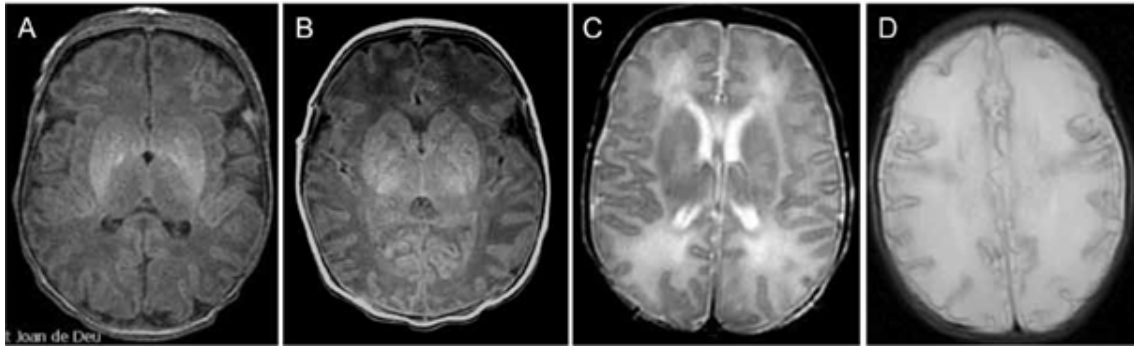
Grados de severidad en RM cerebral: Secuencias T1. A y B, patrón de daño central (A, daño moderado y B, daño grave). C y D patrón de daño que afecta preferentemente a corteza y sustancia blanca, especialmente en región parasagital (C, lesión moderada y D, lesión grave).
